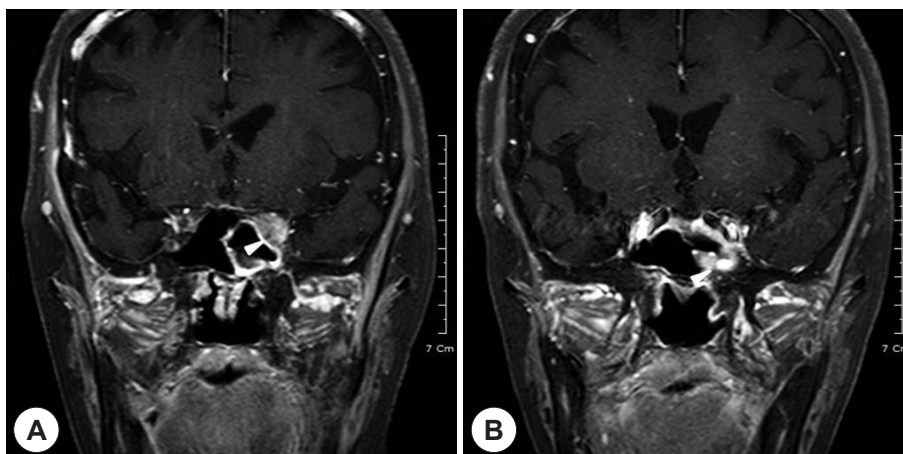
Gadolinium enhanced T1 weighted MR images show intense but inhomogeneous enhancement in the left orbital apex (A, white arrow), and cavernous sinus (B, white arrow).
